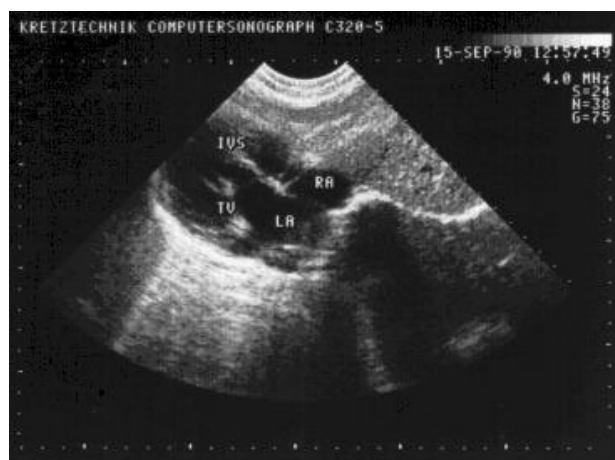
Эхокардиограмма ребенка с транспозицией магистральных сосудов [Собственные данные].
